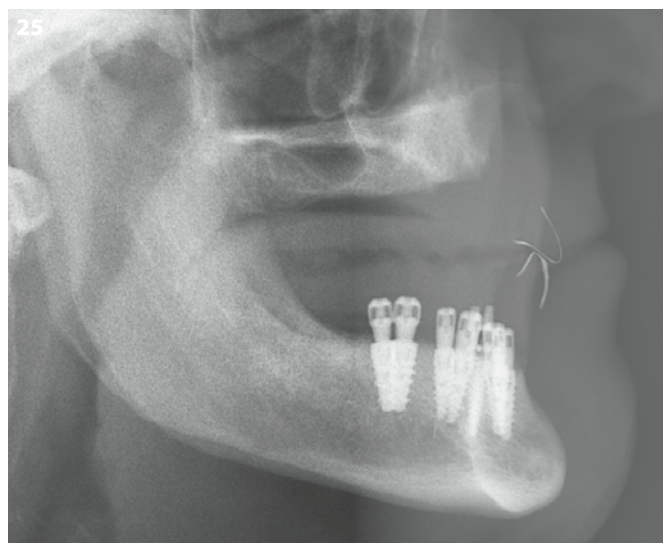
Vue rapprochée. Radiographie latérale.
